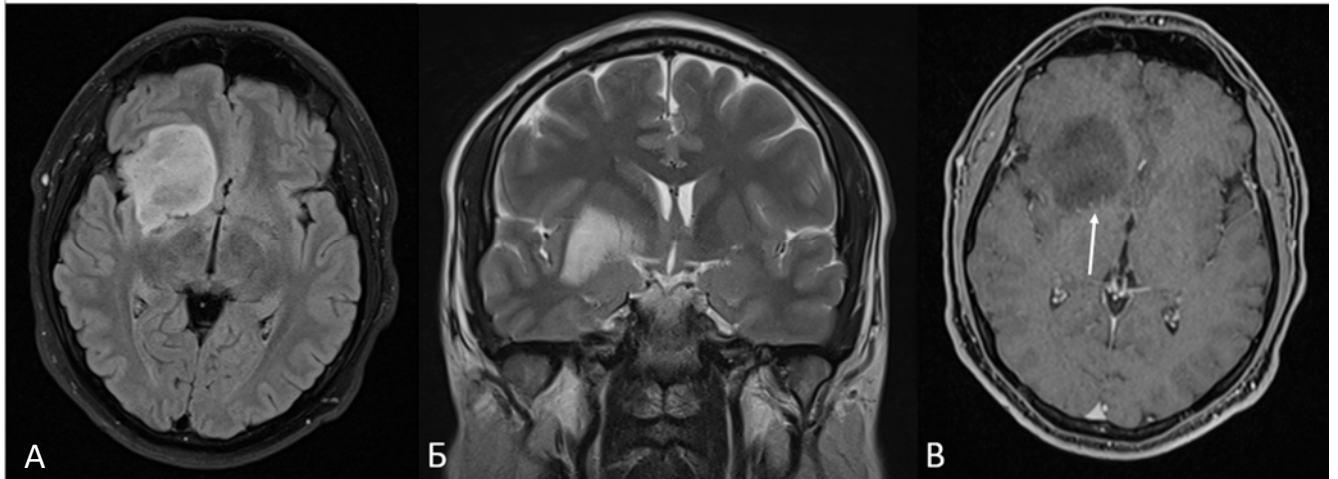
Дооперационные МРТ-изображения в режиме T2 в аксиальной (а) и коронарной проекции (б), в T1 режиме с контрастным усилением в аксиальной проекции (в). Диффузная глиома локализуется в области базального переднего мозга справа с распространением в височную долю. Белой стрелкой указан ход лентикулострарных артерий. Артерии проходят кзади от опухоли. На коронарном изображении можно подумать, что артерии проходят внутри опухоли. Однако по аксиальным изображениям видно, что артерии проходят кзади от опухоли.
